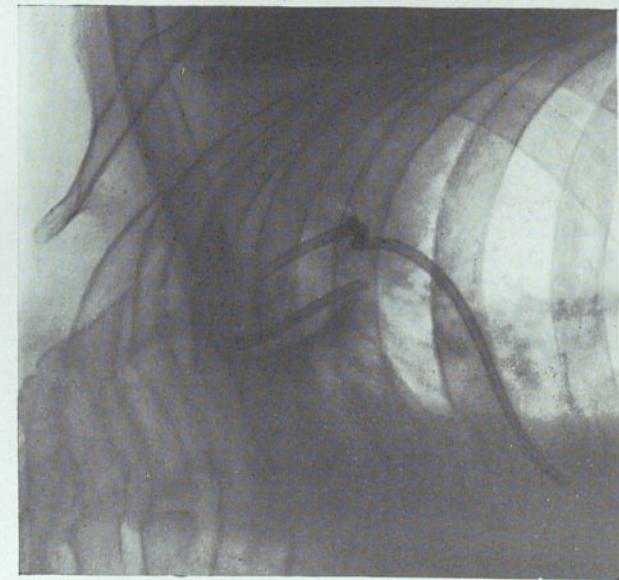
Radiografía del 25-VII-39. Cavidad aún más reducida después de sesenta y seis días de comenzada la aspiración.
